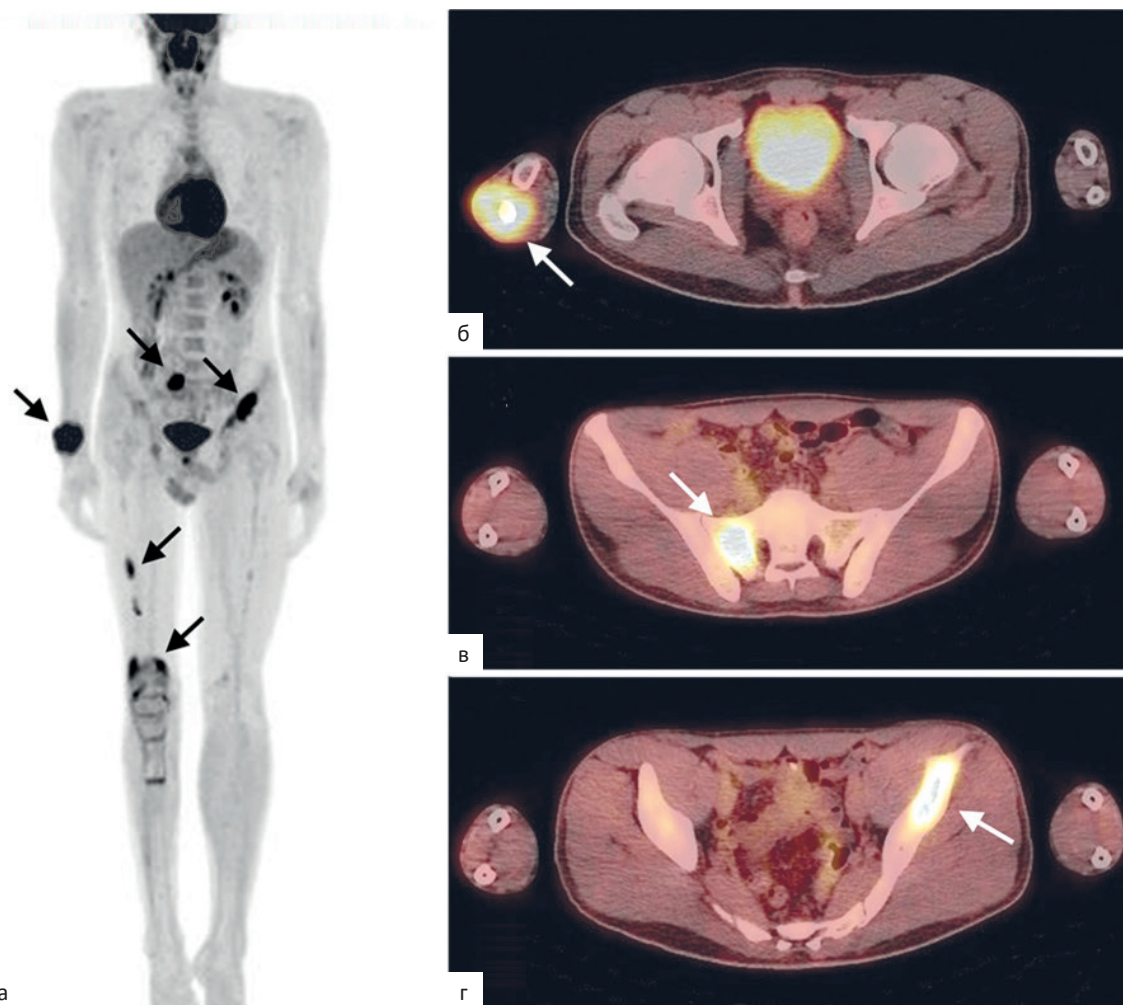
Пациент 27 лет с диагнозом: остеосаркома правой малоберцовой кости. Состояние после неoadъювантной полихимиотерапии, хирургического лечения в объеме резекции проксимальных отделов правой бедренной, большеберцовой и малоберцовой кости с замещением дефекта эндопротезом коленного сустава, адъювантной полихимиотерапии. Прогрессирование заболевания. На MIP-проекции ПЭТ (а) отмечаются гиперметаболические очаги в метастатических образованиях в костях (изменения указаны стрелками), в аксиальной плоскости ПЭТ/КТ: в эпиметадиафизе правой локтевой кости до  $SUV_{max}$  6,81 (б), в правой боковой массе крестца до  $SUV_{max}$  8,26 (в), в крыле левой подвздошной кости до  $SUV_{max}$  7,63 (г). Неспецифическое диффузное накопление РФП по ходу эндопротеза
